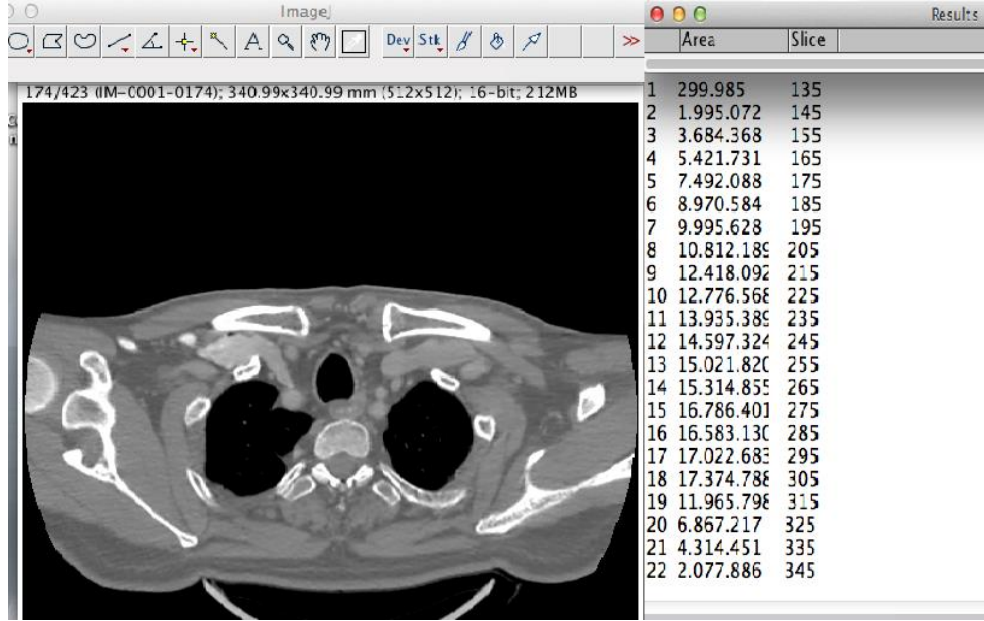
ImageJ programında pencerelemesi yapılan BT görüntüsü
